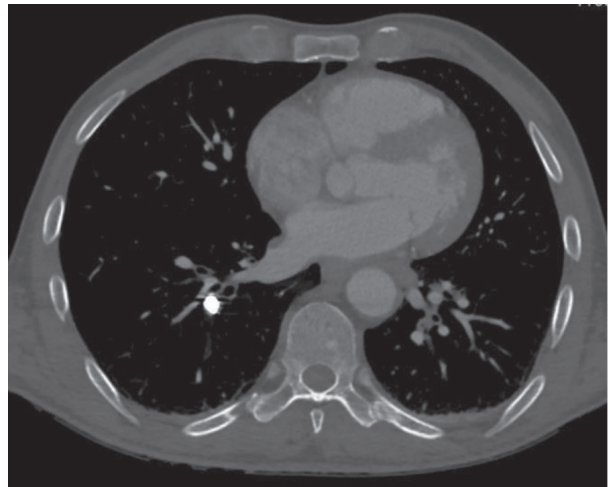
Спіральна КТ грудної клітки хворого з вогнепальним пораненням. Осколок металу в сегментарній гілці правої легеневої артерії
